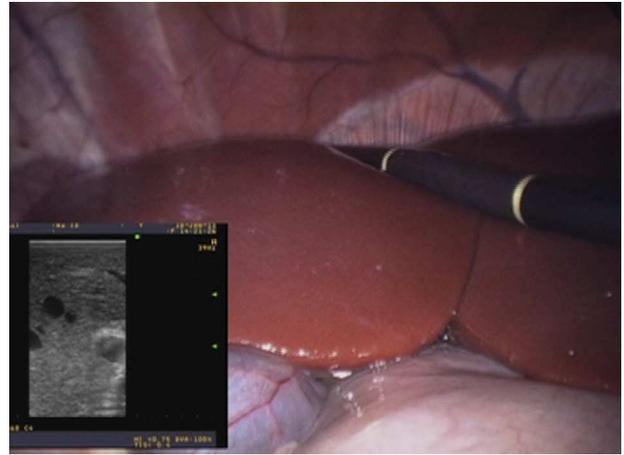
Ecografía intraoperatoria durante resección hepática totalmente laparoscópica en modelo ovino, en un pabellón simulado.
